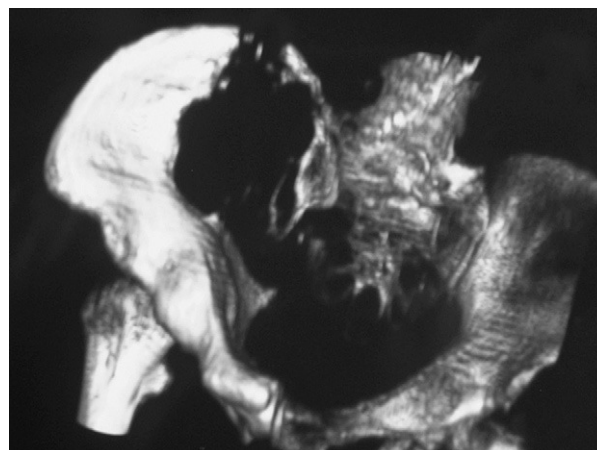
Tomografía computarizada (con reconstrucción tridimensional) de pelvis y caderas que muestra destrucción ósea en pala ilíaca derecha.
